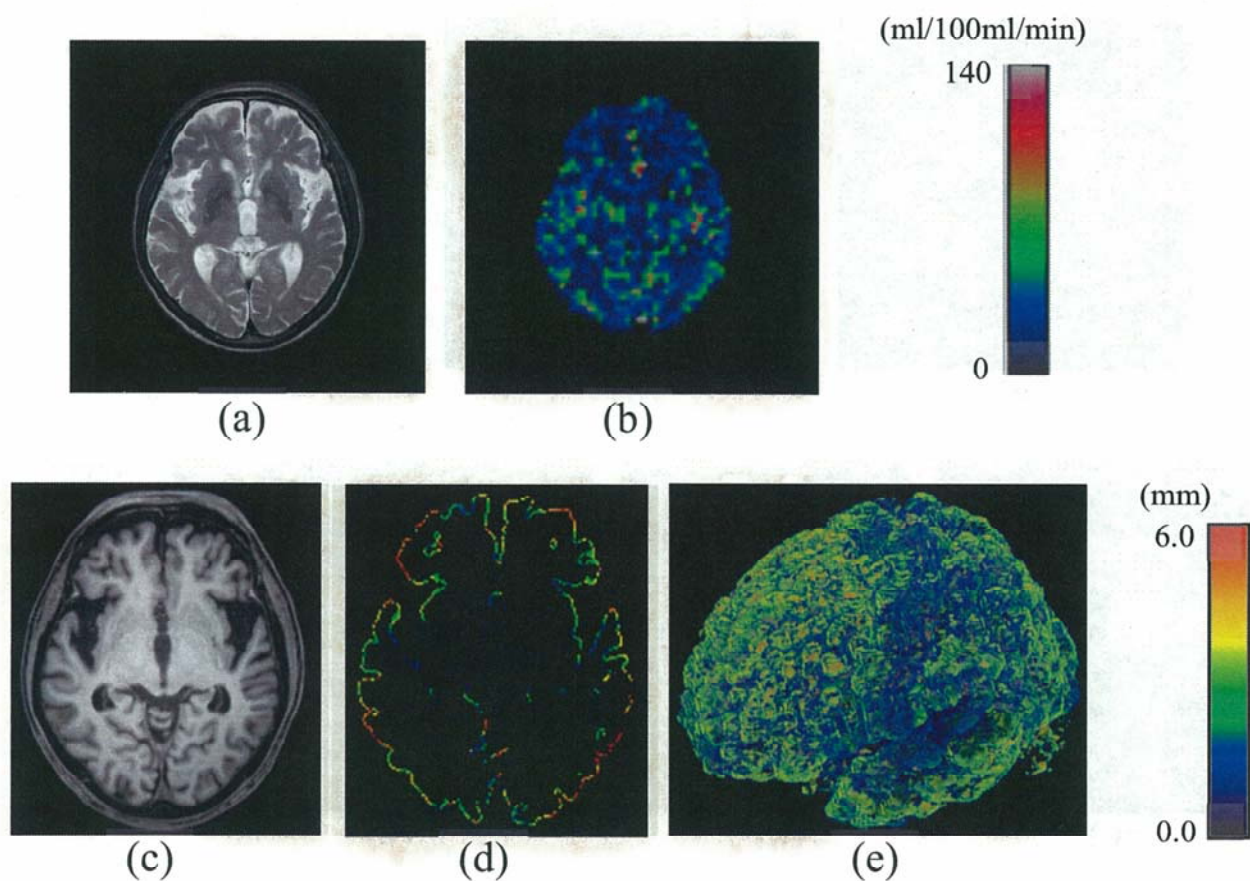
Original MR images and color-coded maps of cerebral cortical thicknesses in patients with Alzheimer's disease (age: 81 years; gender: male; mini-mental state examination score: 20): (a) an original T2-weighted image; (b) an original CBF map image obtained by the ASL technique; (c) an original T1-weighted image; (d) a color-coded axial map of cortical thicknesses; (e) a color-coded volume-rendering map of cortical thicknesses.
